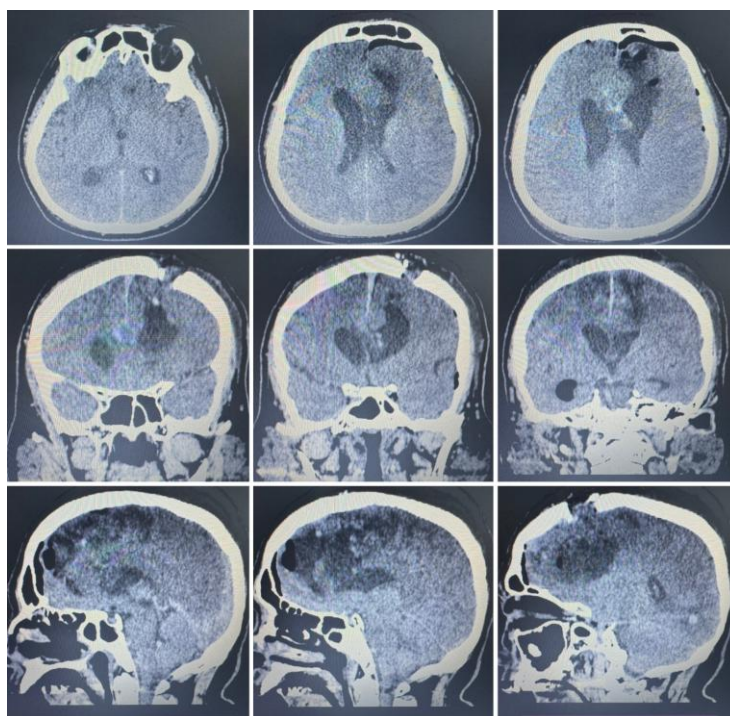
Компьютерная томография головы, 5 сутки после аспирационного удаления внутримозговой гематомы
